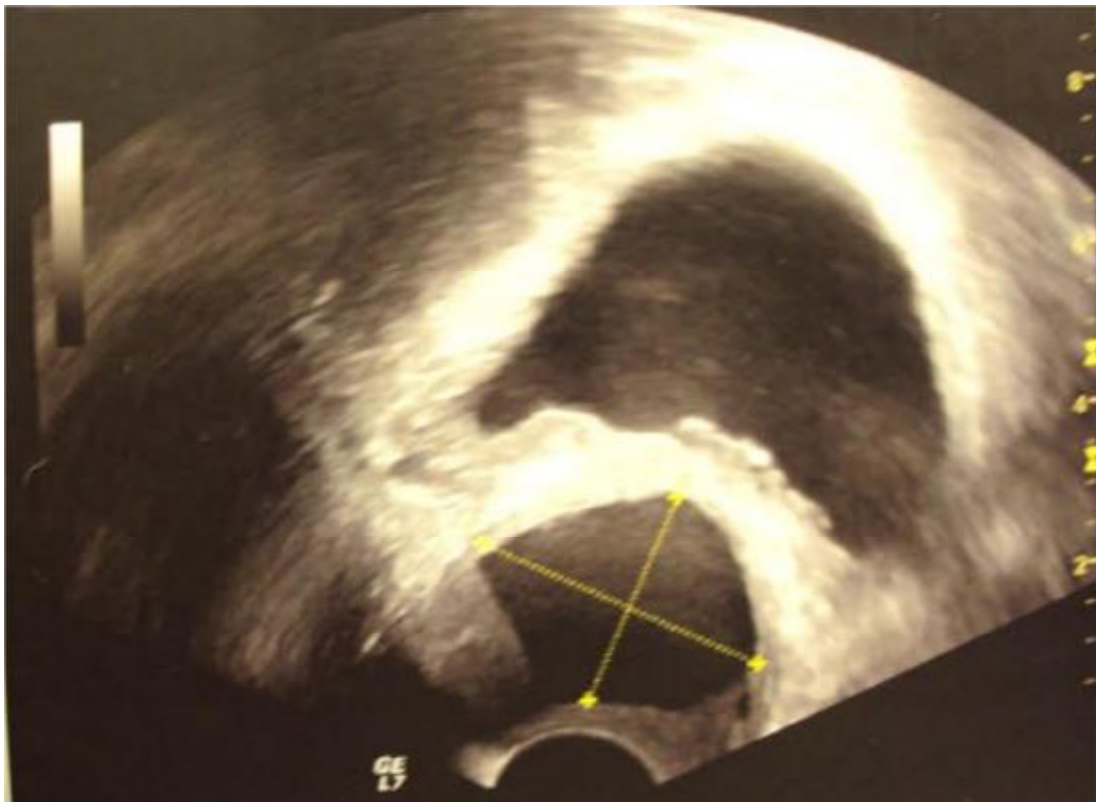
échographie endo-rectale montre le diverticule urétral comme une lésion à structure anéchogène.
